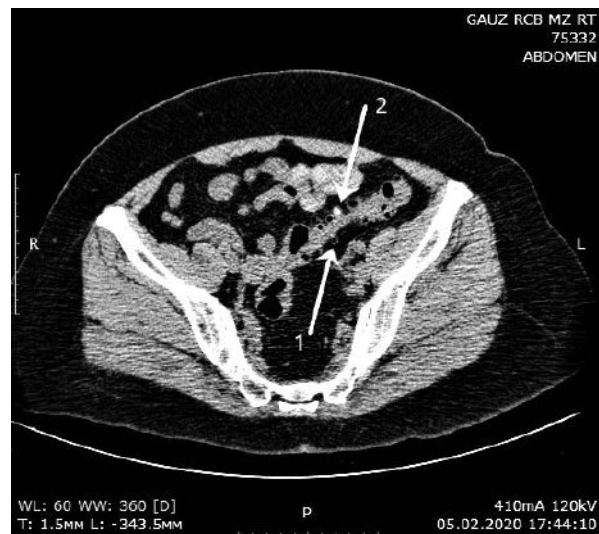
Томограмма пациентки Ж, 53 лет. Аксиальный срез. Дивертикулярная болезнь левой половины ободочной кишки, осложнённая дивертикулитом. Множественные дивертикулы с утолщенными стенками, заполненные воздухом (стрелка 1) и копролитами (стрелка 2)
